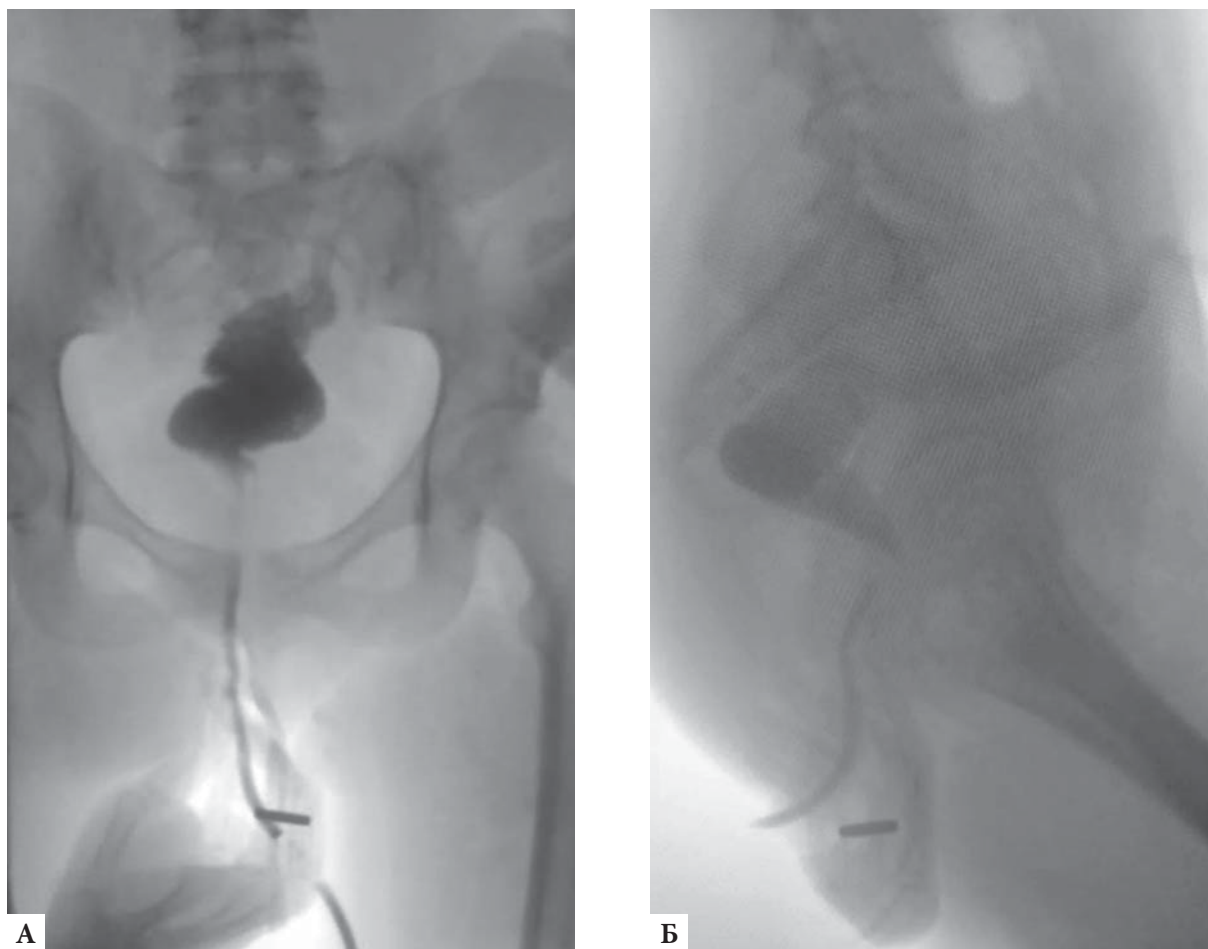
Ретроградное рентгеноконтрастное исследование толстой кишки с водорастворимым контрастом (рентгенограмма), А — прямая проекция, Б — боковая проекция
